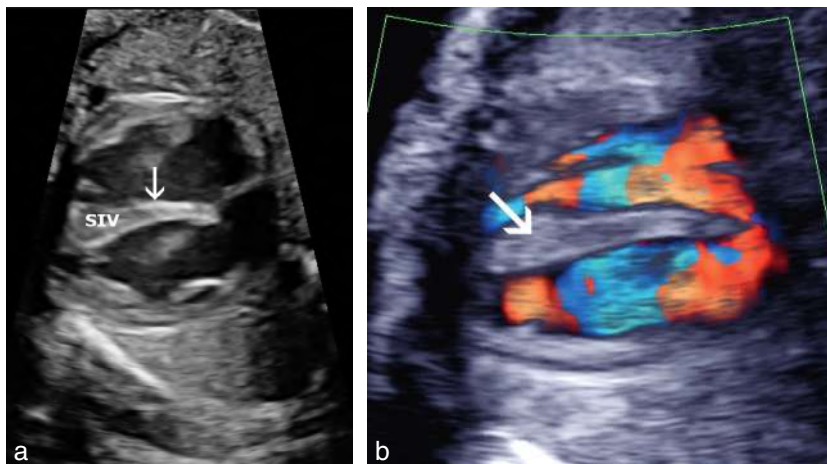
Cœur, septum interventriculaire (SIV). a. Abord orthogonal du septum interventriculaire (→). Cet abord est le seul qui puisse diagnostiquer une communication interventriculaire. b. Septum interventriculaire (→) abordé de façon orthogonale dont l'étude est renforcée par le Doppler couleur. 23 SA.
